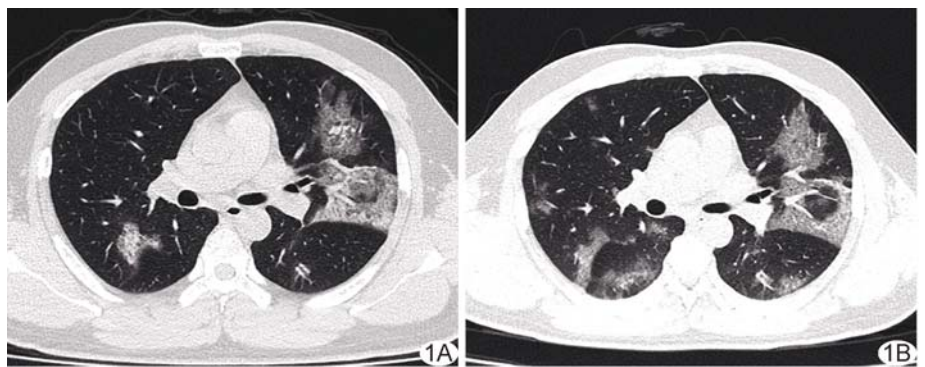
患者男,53 岁,COVID-19 常规剂量 CT(A,ED=4.61 mSv)及 LDCT(B,ED=2.58 mSv)图像均见两肺局灶性及大片状磨玻璃密度病灶,其内见小叶间隔或间质增厚及小片实变影
